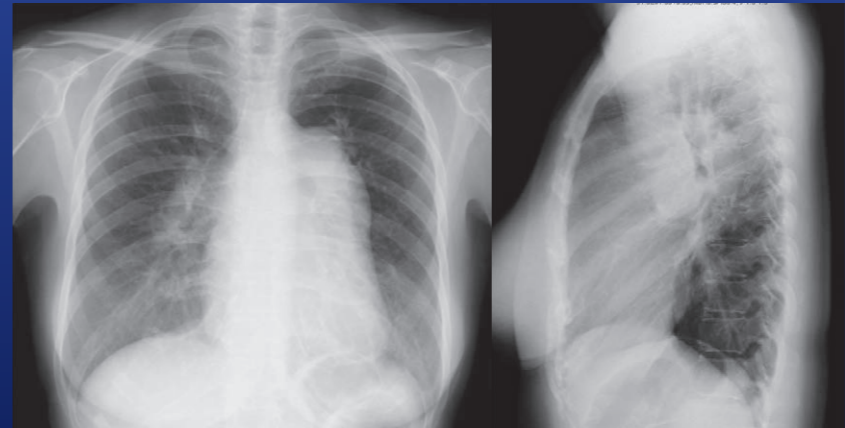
肺動脈除神経療法前の胸部X線画像：肺血管陰影が少し増強しており、肺門部の肺血管がかなり拡張しています。また、左の第二弓が突出している所見があります。
